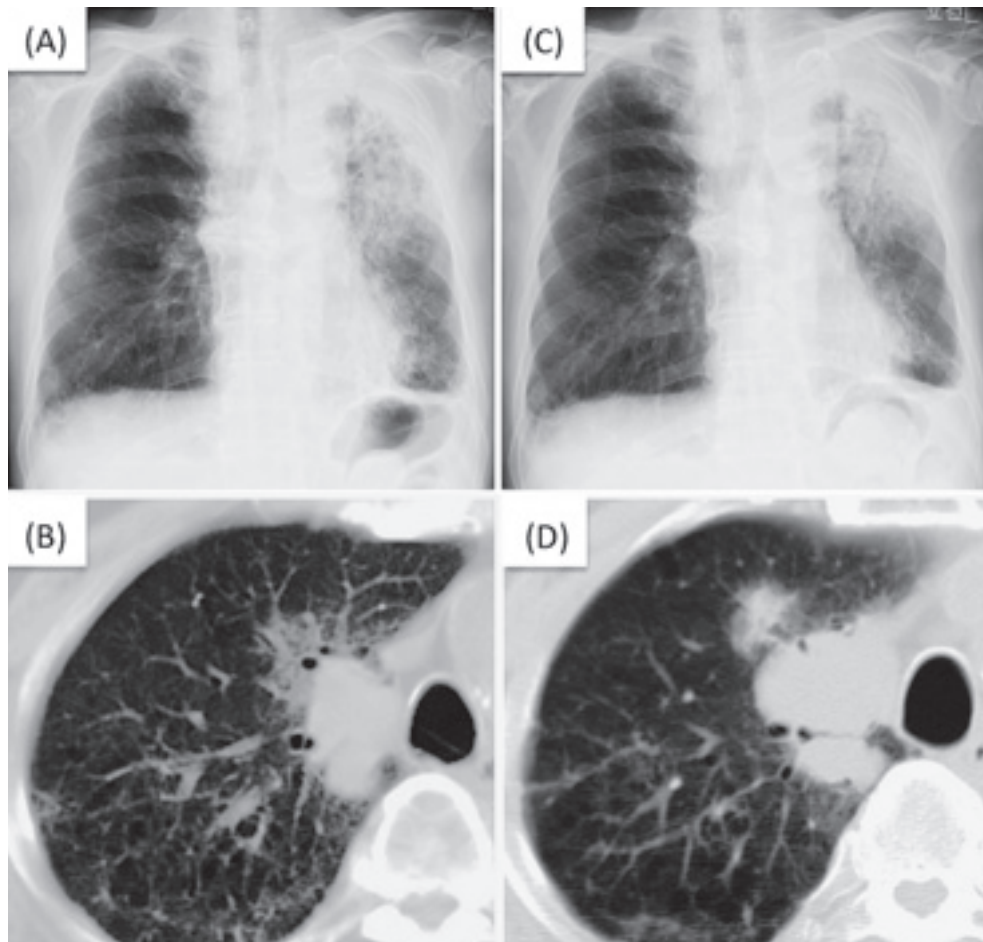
Chest X-ray (A) and Chest CT (B) on admission showed consolidation on the left upper lobe and a nodular shadow with a size of 40 mm in the right upper lobe. Chest X-ray (C) and Chest CT (D) on 3 months later showed improvement of the consolidation of the left lung. However, there was an enlargement of the nodular shadow in the right upper lobe to the size of 48 mm.
